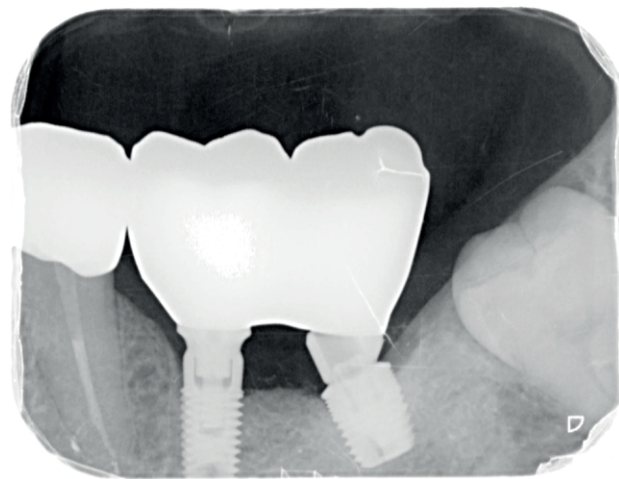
Radiografía periapical de control a los seis meses.
